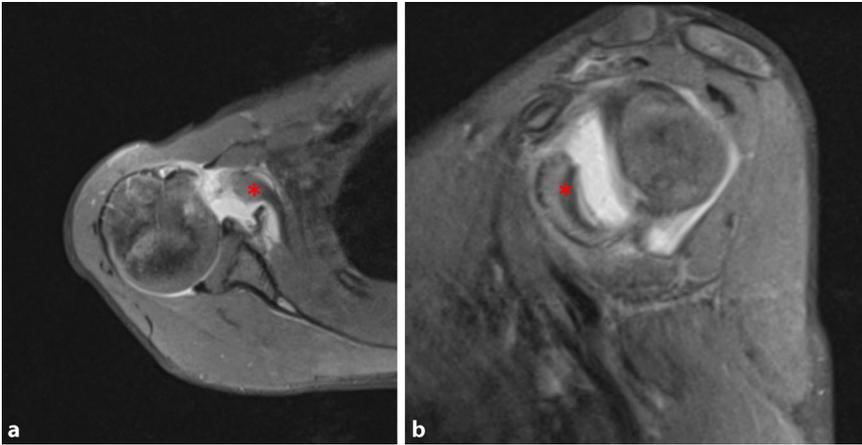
b ▲ Präoperative MRT-Untersuchung: kompletter Abriss des M. subscapularis mit kleiner Knochenschuppe vom Tub. minus (*)
